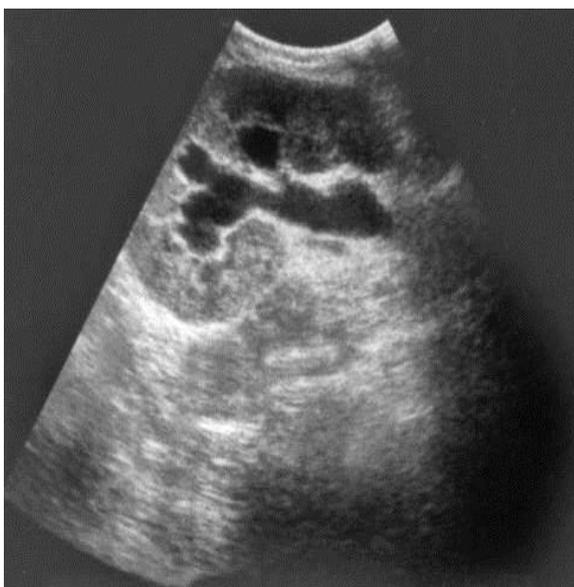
УЗИ. Гидроуретеронефроз
